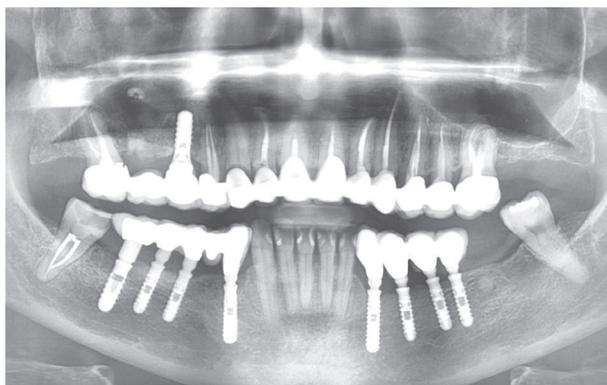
Controllo radiografico febbraio 2024 a distanza di 14 anni
